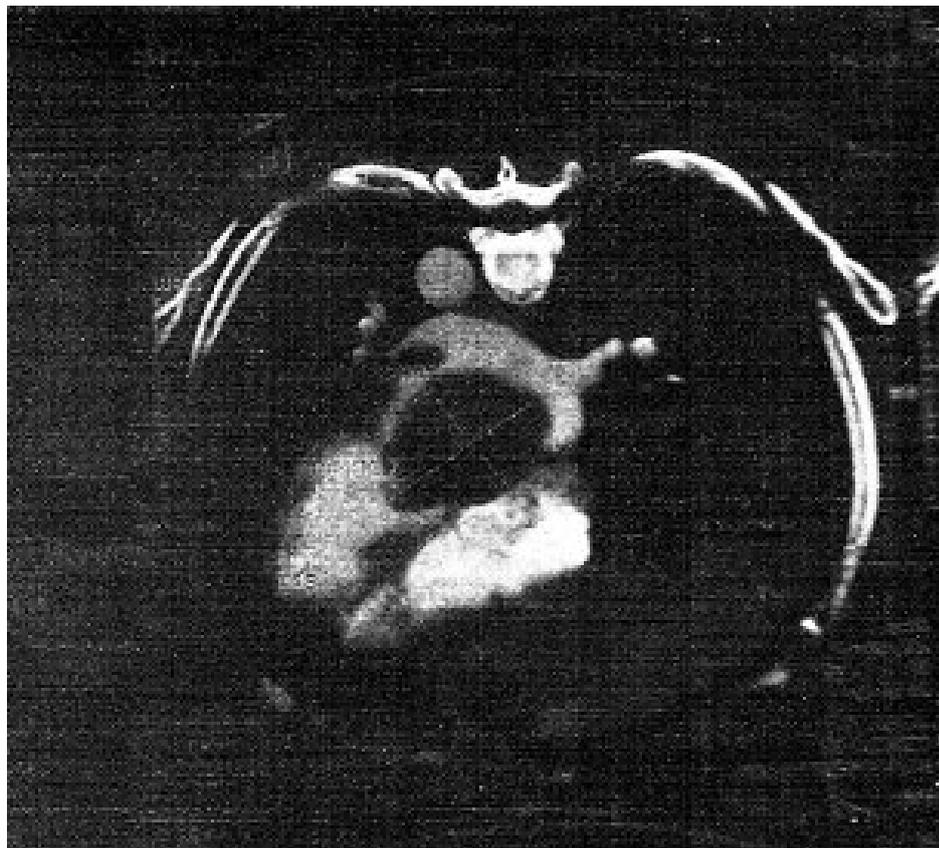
TAC de torax resaltando masa auricular izquierda
